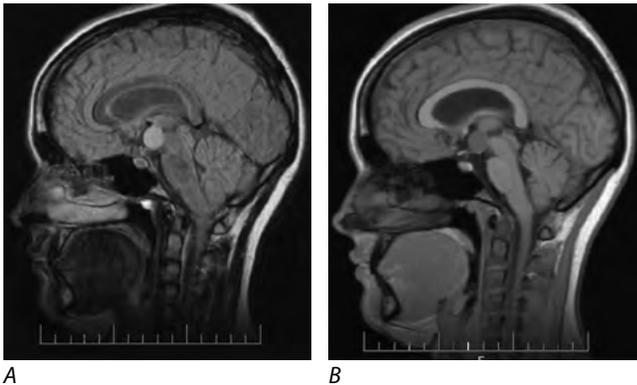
МРТ головного мозга пациентки И.: гамартома гипоталамуса
